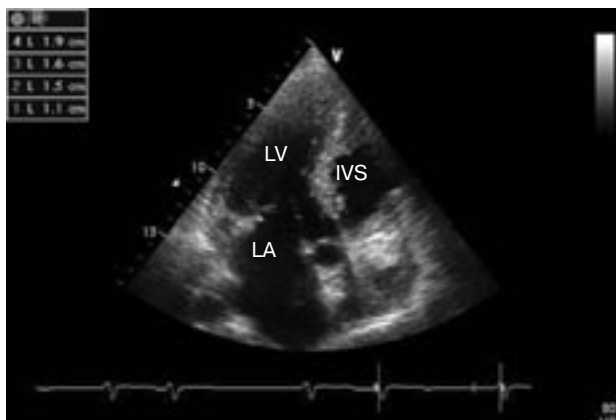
Максимальная толщина межжелудочковой перегородки после операции (эхокардиограмма в 4-камерной проекции; IVS – межжелудочковая перегородка; LA – левое предсердие; LV – левый желудочек)
